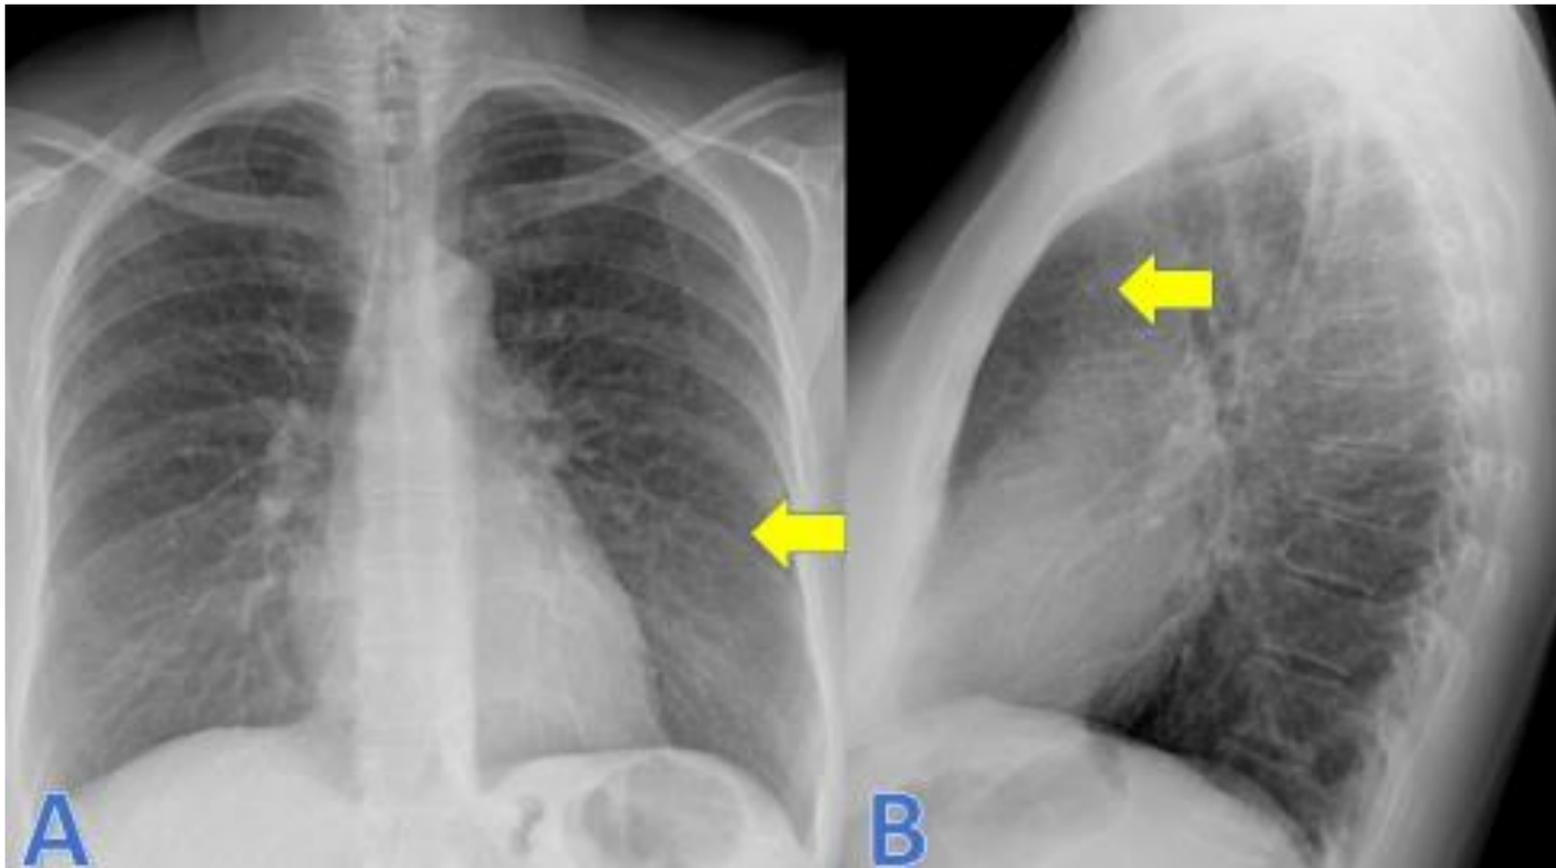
Mujer de 54 años con colitis ulcerosa en tratamiento con Infliximab. Acude a urgencias por tos y disnea de 2 meses de evolución. Radiografía de Tórax muestra patrón reticular
